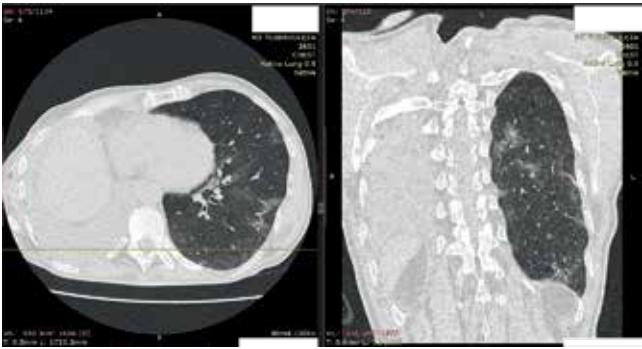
КТ ОГК пациента К. при выявлении COVID-19
